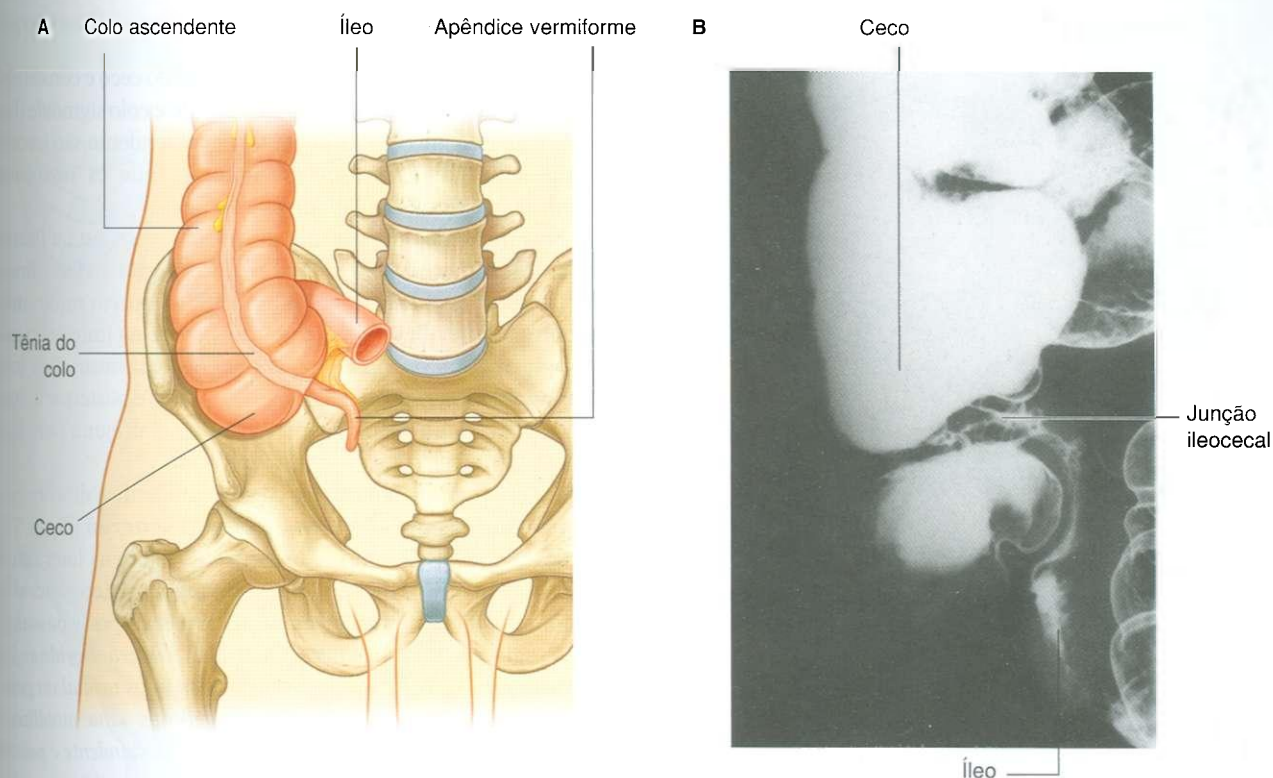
Ceco e apêndice vermiforme. A. Ilustração. B. Radiografia, com bário, mostrando a junção ileocecal.
